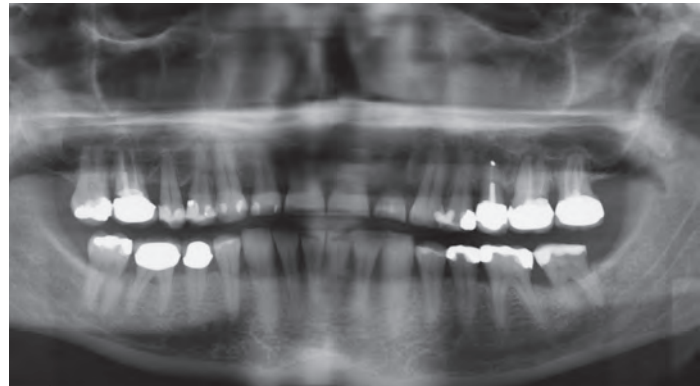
Orthopantomogramm (OPG) der Ausgangssituation
